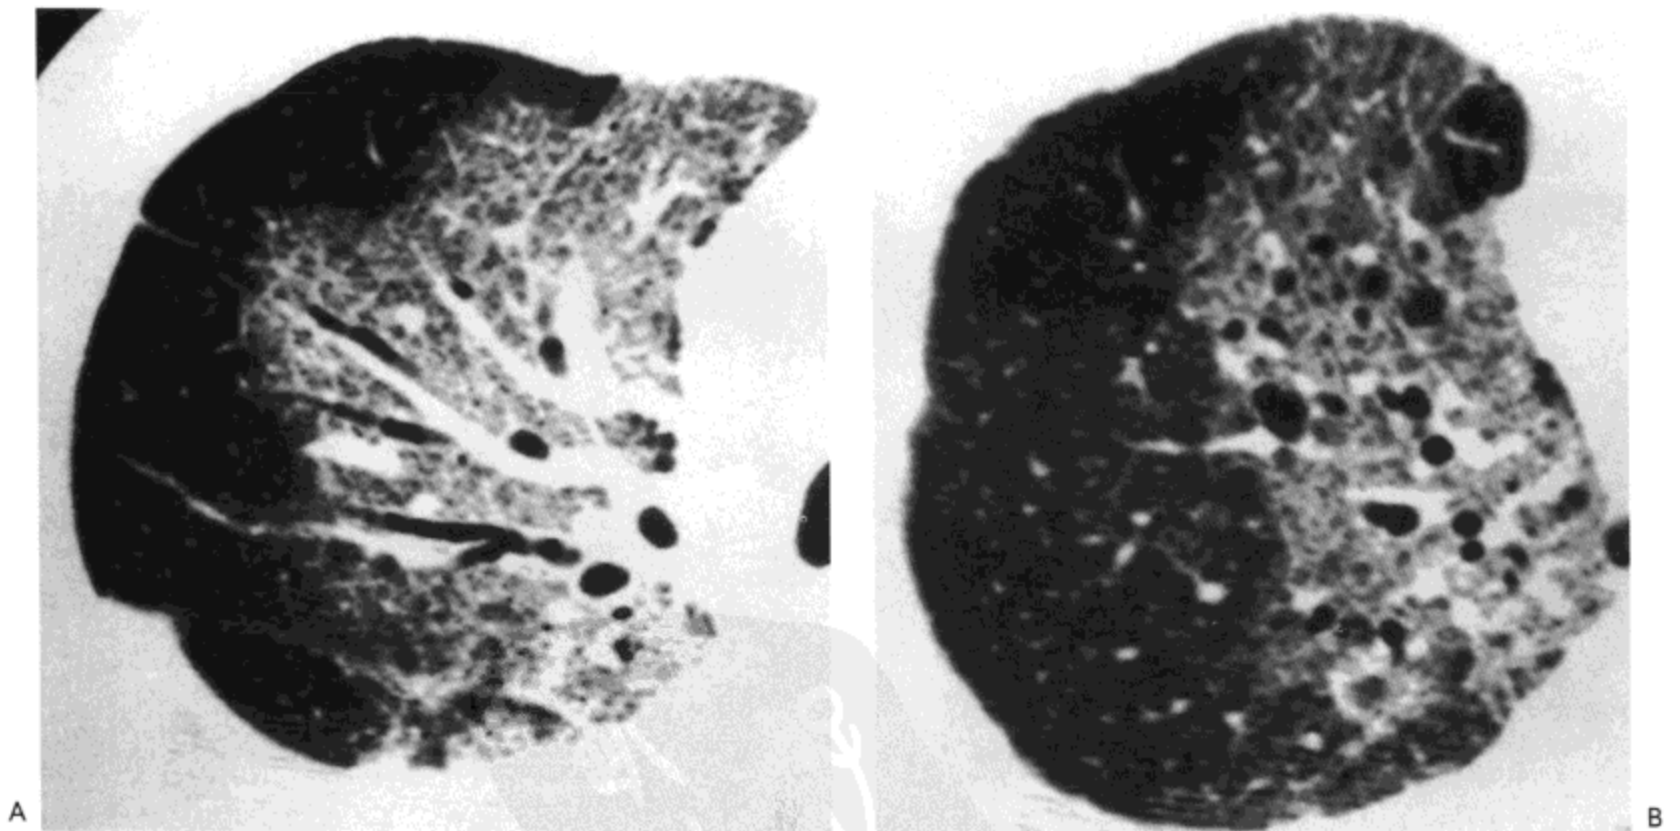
放射性肺炎。高分辨率CT影像示放射野的肺内磨砂玻璃密度区与细网状影。病人男, 58岁, 患纵隔非霍奇金淋巴瘤(苏木精-伊红染色; 原始放大 $\times 10$)。
